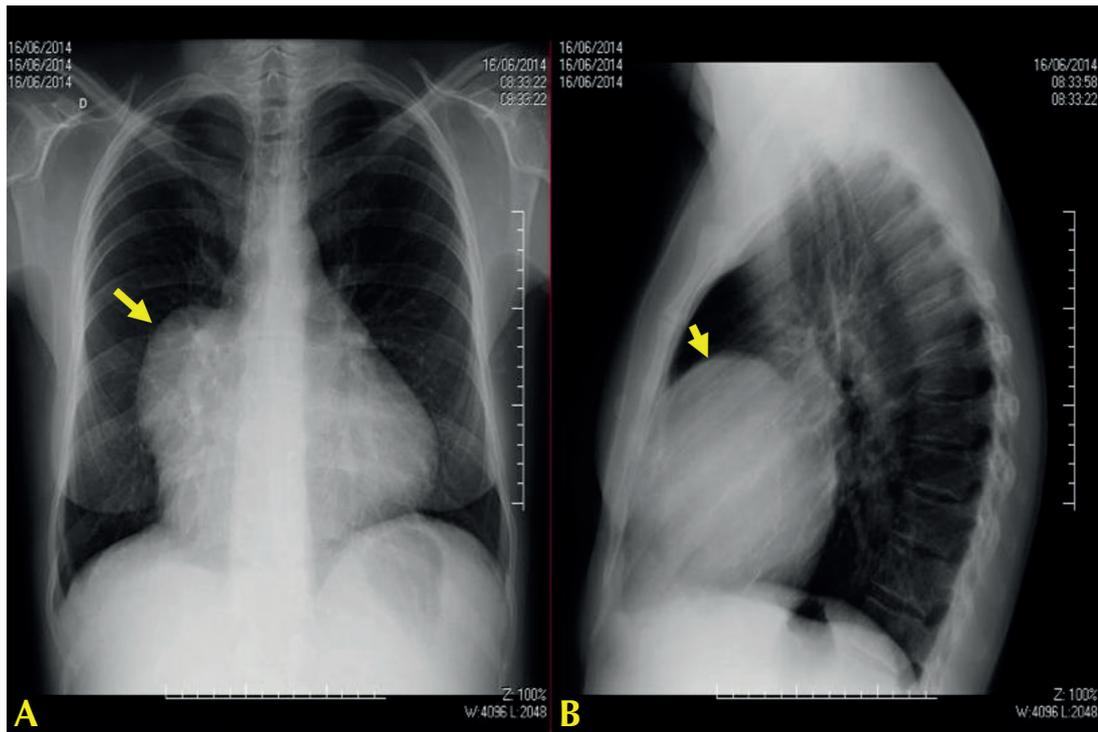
Radiografia de tórax: A - Frontal; B - Perfil. Abaulamento do mediastino médio, observado no seu contorno direito e anterior.
